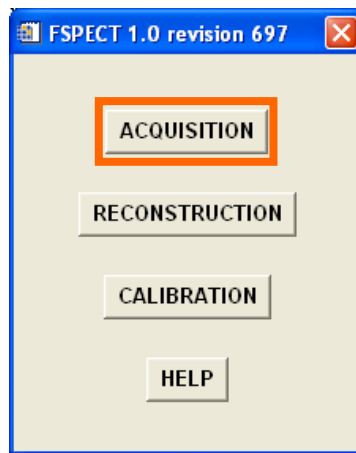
Interfaz de la aplicación FSPECT. Selección del botón ACQUISITION.*
